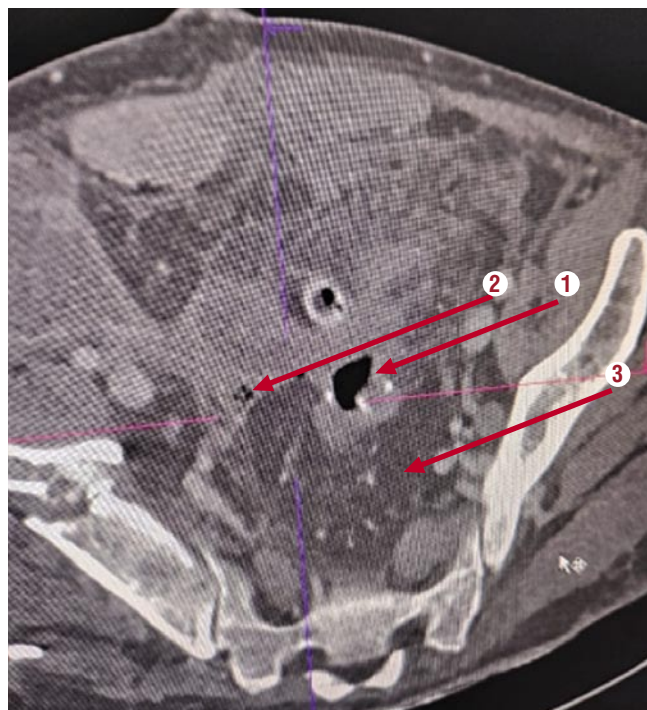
КТ-признаки несостоятельности трансверзоректоанастомоза (на 5 сутки после реконструктивно-восстановительной операции) у пациента Б. В контрольной группе исследования (1 – зона толстокишечного анастомоза со скрепочными швами, 2 – пузырьки воздуха в параколонической клетчатке, 3 – скопление патологического экссудата в малом тазу).
